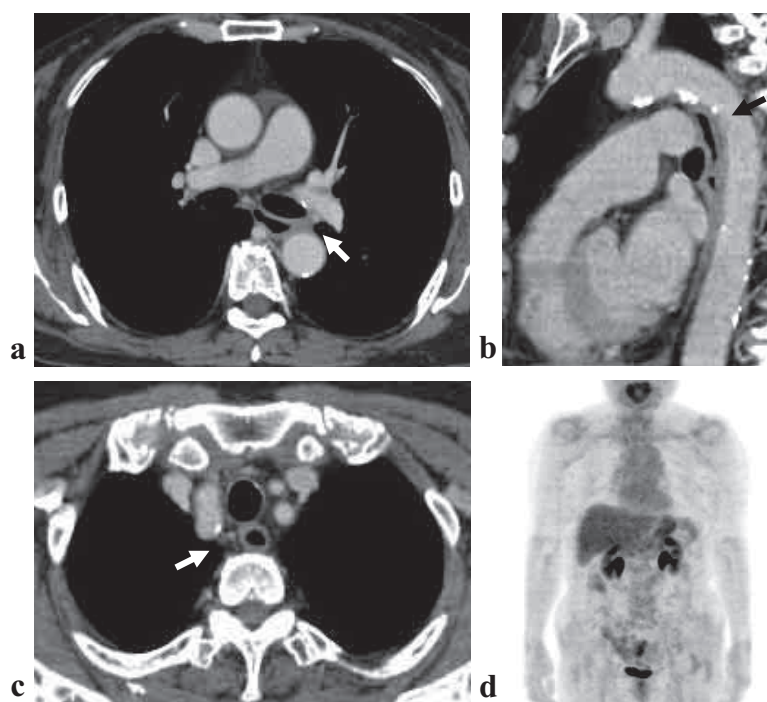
化学療法後CT，PET-CT 所見.
